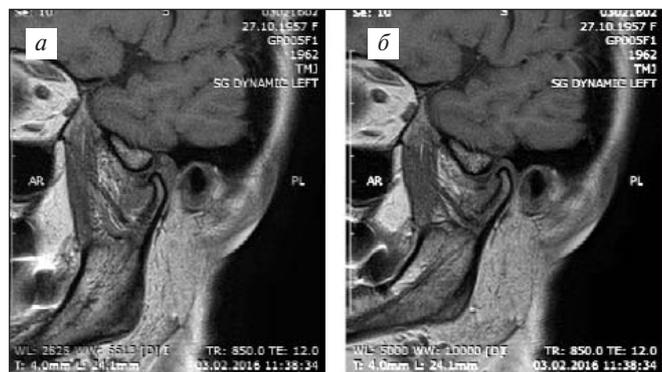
МРТ левого ВНЧС слева: косо-сагитальный срез в положении с открытым (а) и закрытым ртом (б) через 6 мес после операции
